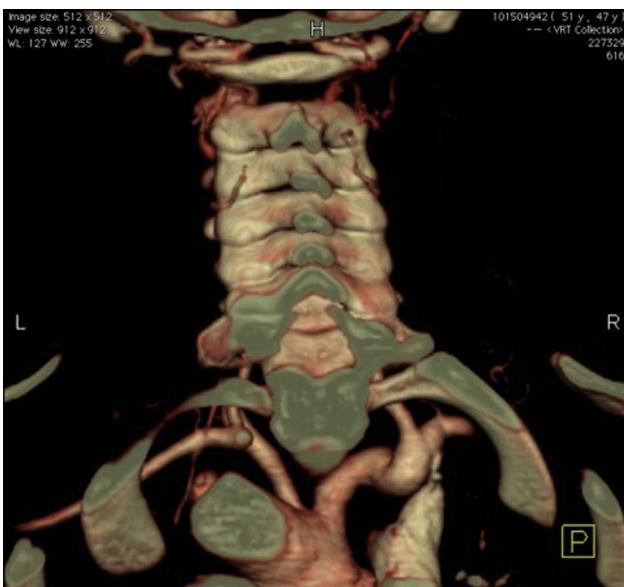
TC com contraste: reconstrução posterior dos vasos supra-aórticos, notando-se ausência de preenchimento da emergência da artéria subclávia esquerda com preenchimento retrógrado pela artéria vertebral esquerda.
